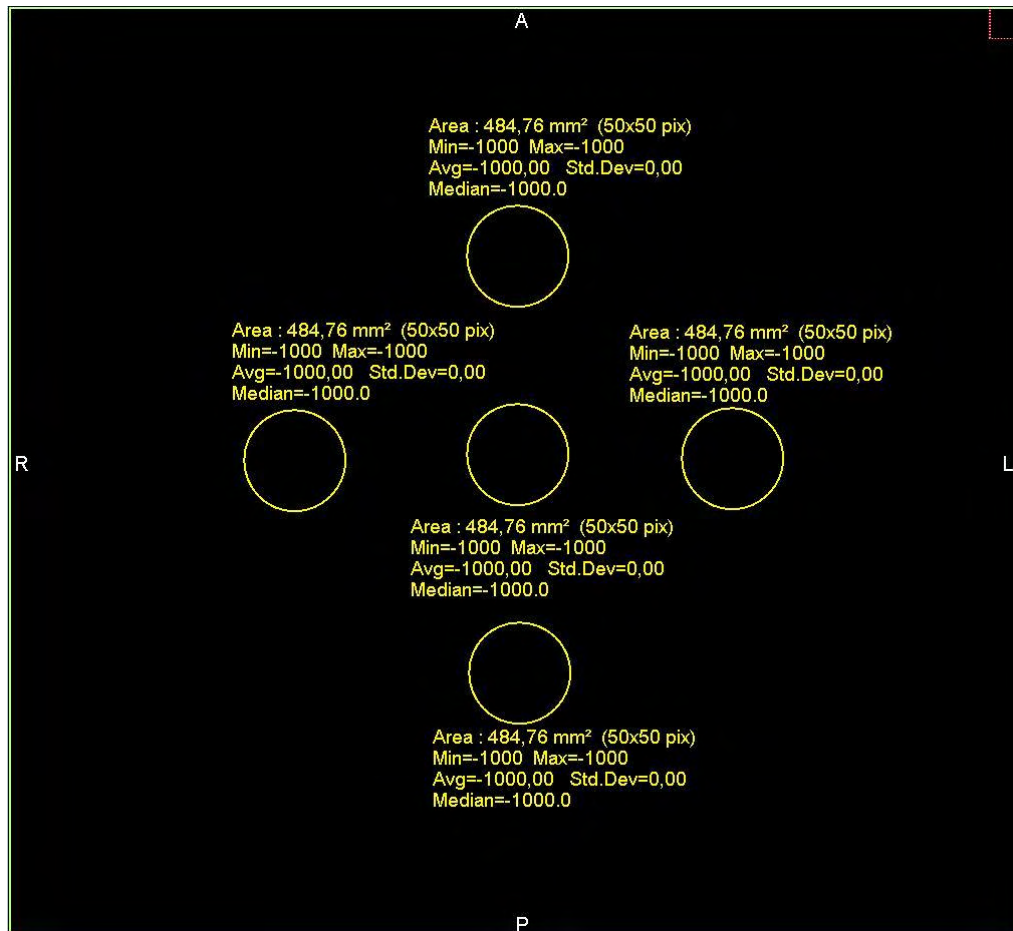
Teste de uniformidade de número CT realizado no ar.
